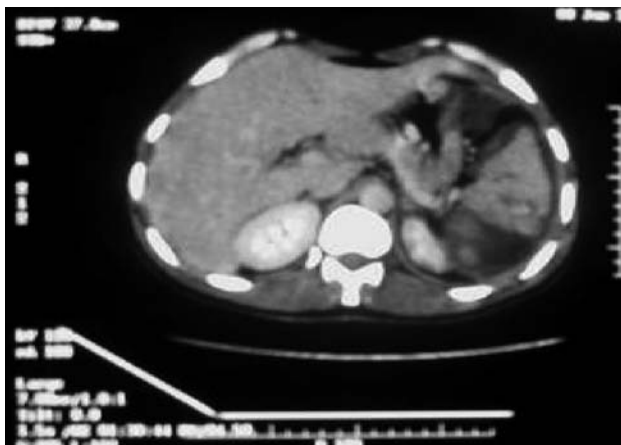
A 25 years old male presented after abdominal trauma with fracture patella. Several days after admission, his Hb dropped. CT abdomen with contrast revealed a splenic laceration >3cm in size (grade III). Ultrasound reveals heterogenous splenic parenchyma due to laceration.
